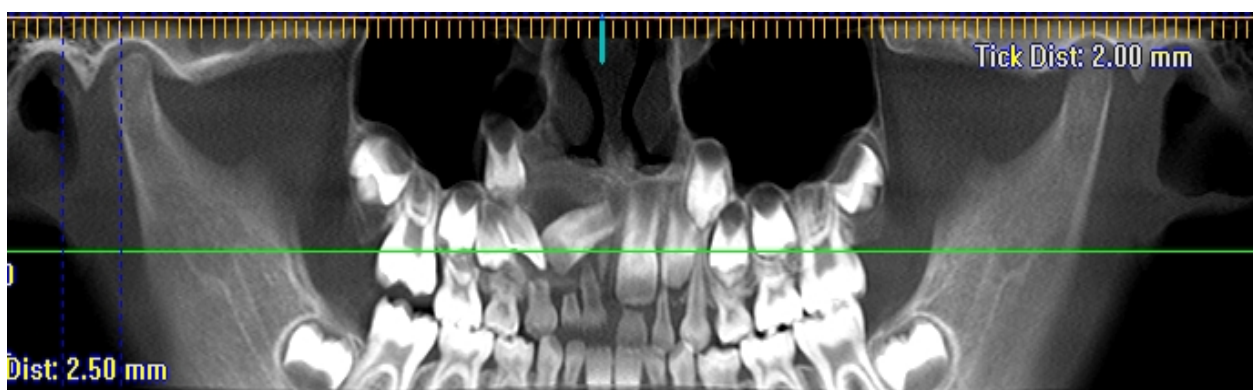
Reconstrução panorâmica da tomografia computadorizada de feixe cônico evidenciando lesão envolvendo o germe da unidade 11 e deslocamento do germe da unidade 13.
